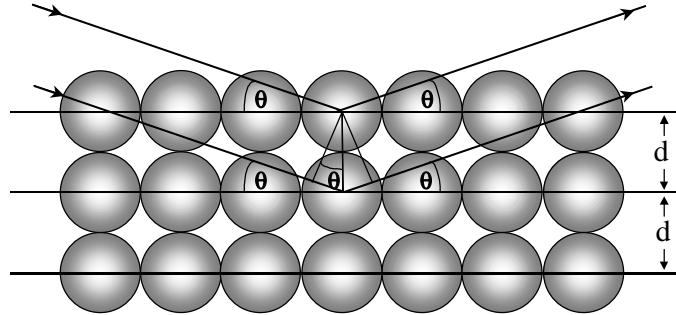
Beugung von Röntgenstrahlung an einem Gitter
